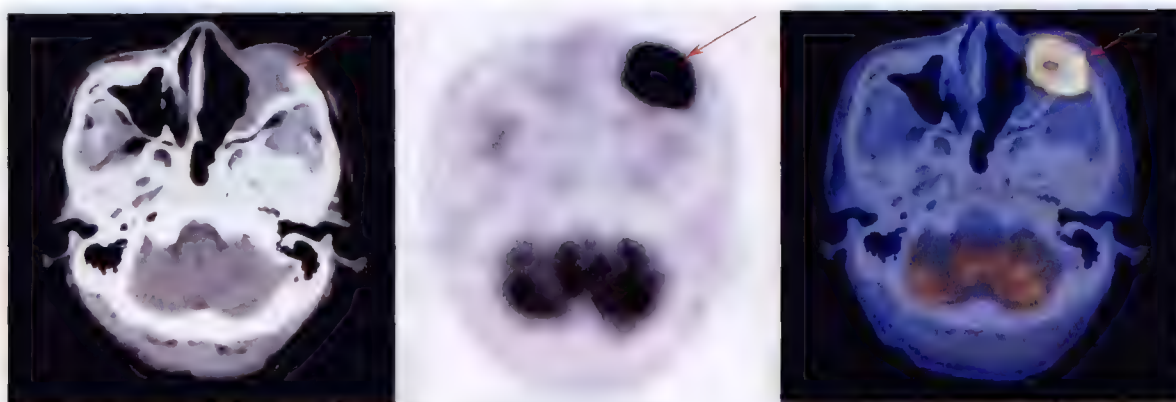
左侧上颌窦鳞状细胞癌 ^{18}F -FDG PET/CT 显像
